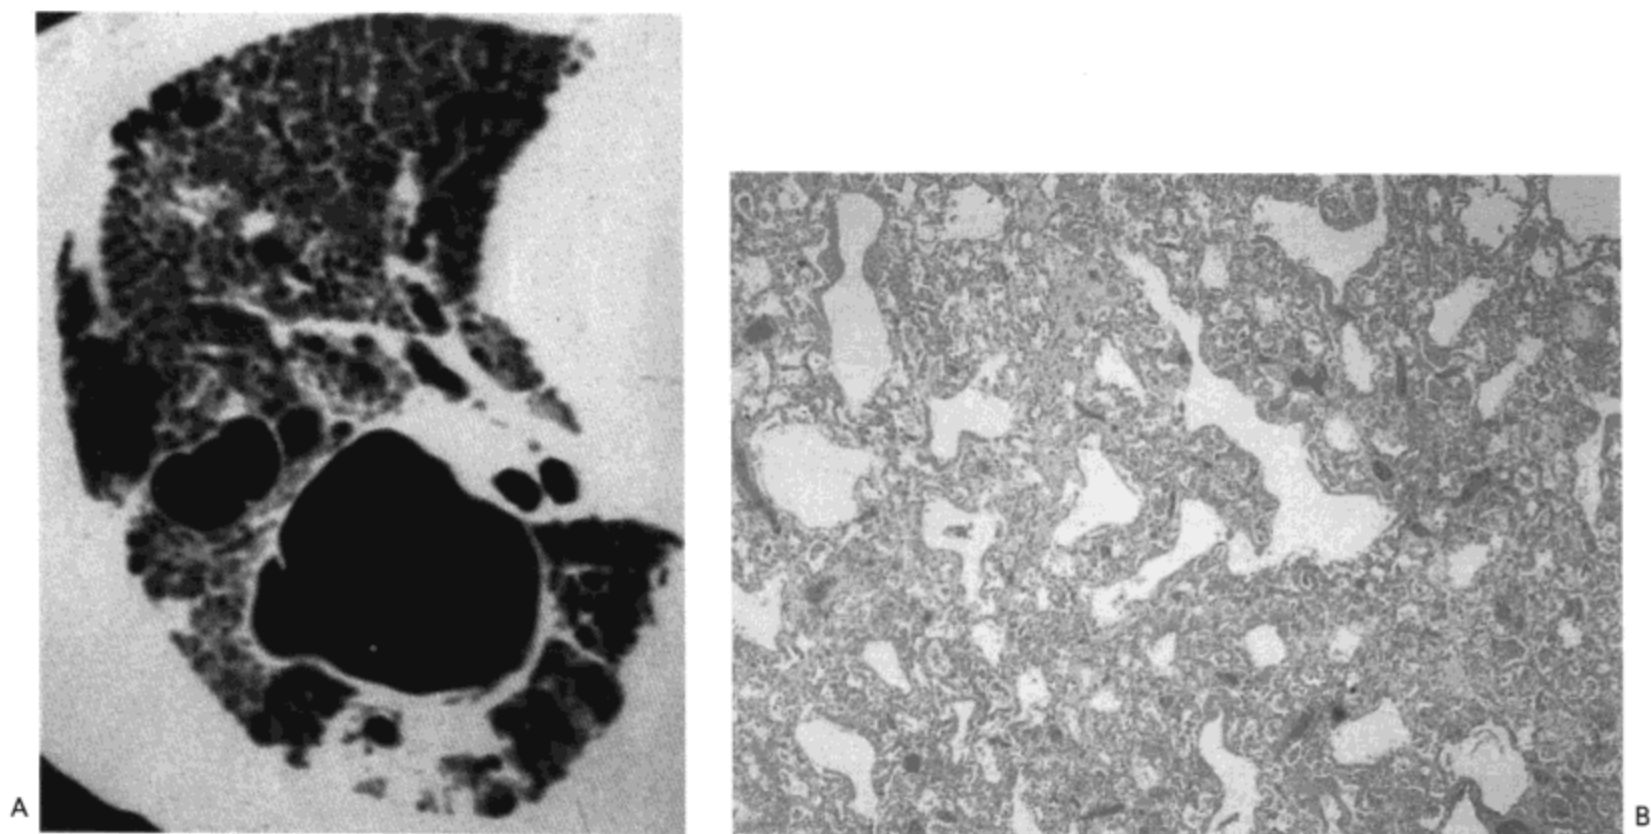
寻常性间质性肺炎—急性恶化。A：右肺高分辨率 CT 显示网状与蜂窝样变的背景上，广泛的磨砂玻璃样密度区。左肺也有类似表现。B：活检组织标本光镜显微照片示弥漫性肺泡损伤。病人女，69 岁，以前诊断为 UIP。
